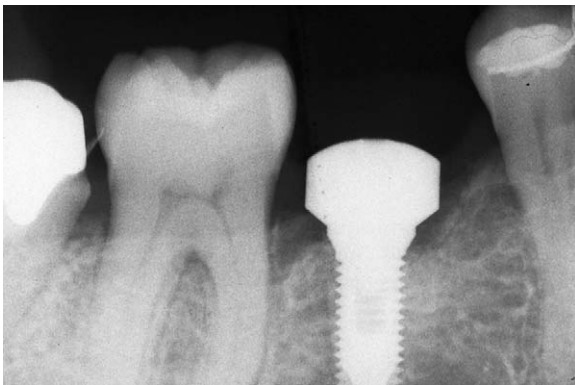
Contrôle radiographique après le seul stade chirurgical.
